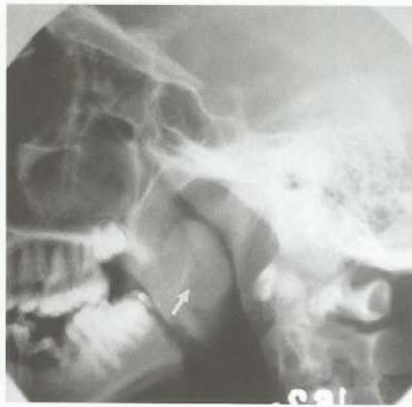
Radiografia em perfil observando-se a coluna aérea do cavum reduzida, com aumento das partes moles (seta).
